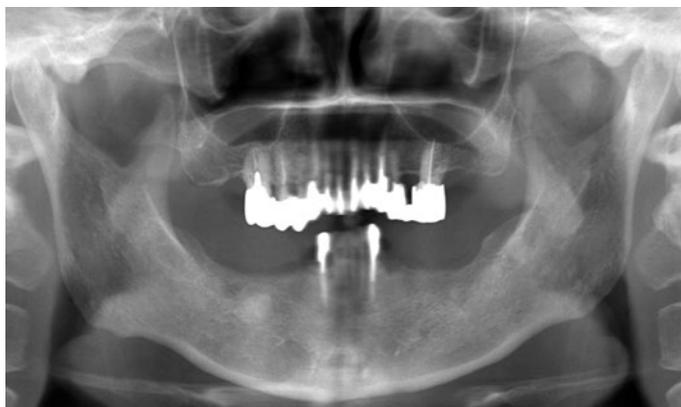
初診時のパノラマX線像。1 および 6 は保存不能であった。
